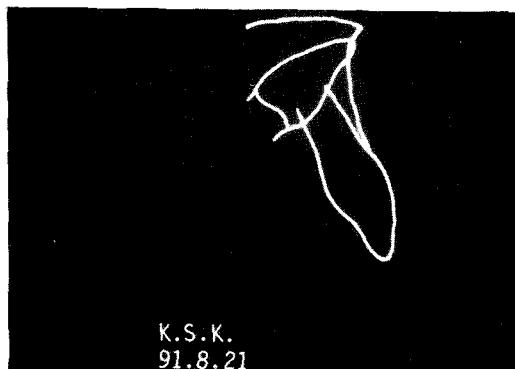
초진시 방사선 사진을 tracing한 그림
